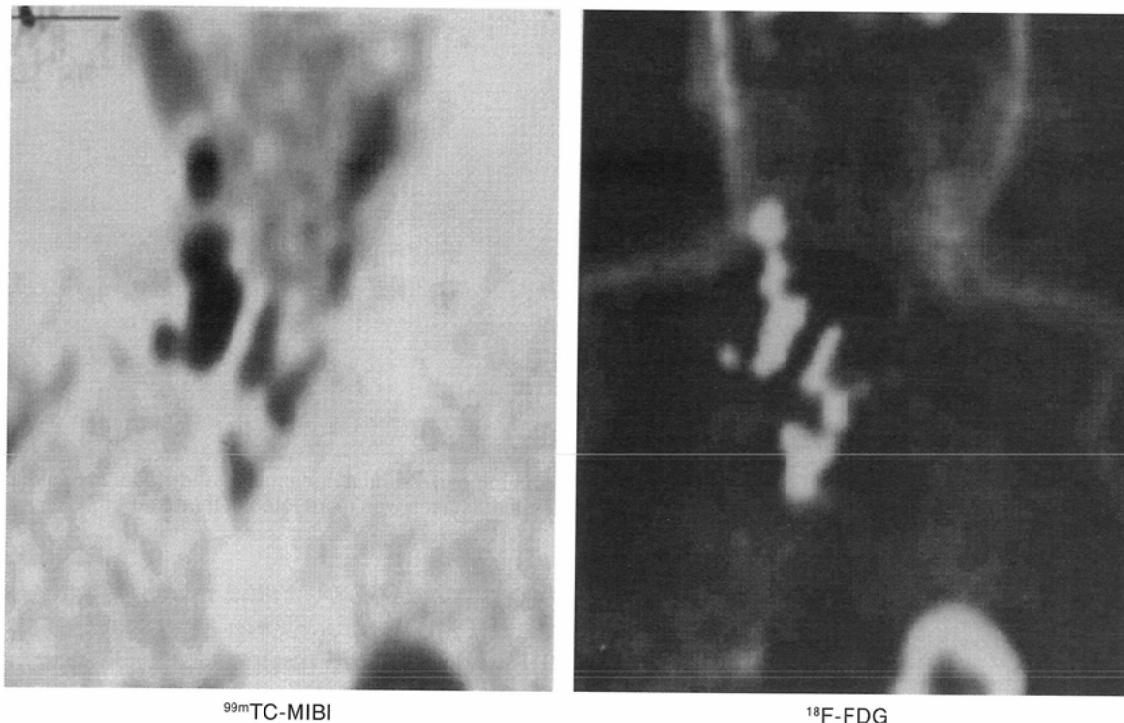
Anterior view of ^{99m}Tc-MIBI and ¹⁸F-FDG scans in a patient with lymph-node metastases in the neck and mediastinum. There is no apparent difference in these two images.
